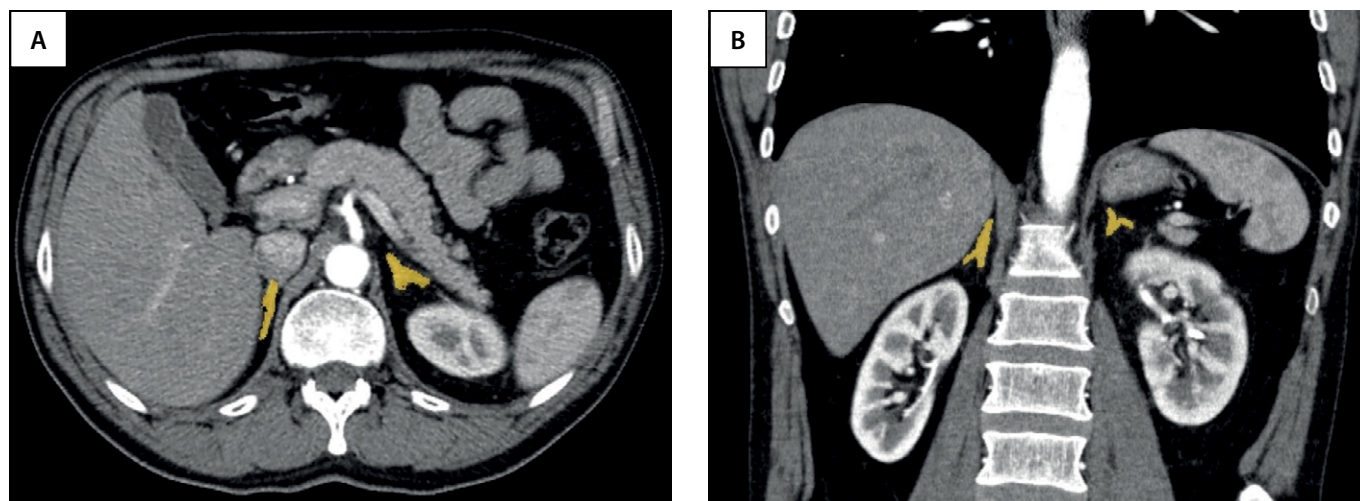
Нормальные надпочечники на КТ-изображениях с внутривенным контрастным усилением в аксиальной (А) и коронарной (В) проекциях.
